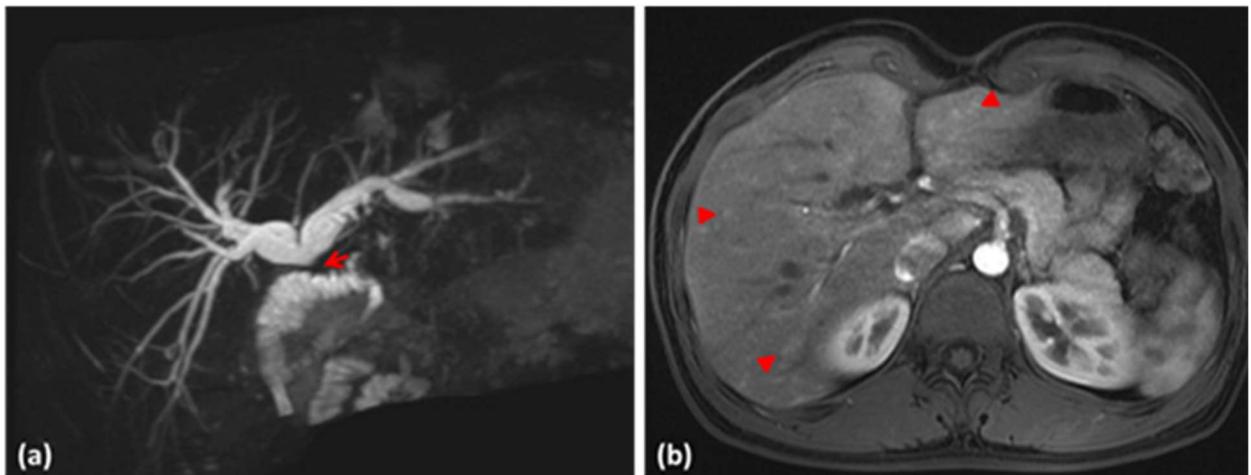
(a) 3D MRCP 肝總管急性狹窄，與狹窄相吻合。(b) 增強對比的 T1WI MRI 表現出典型的膽管炎模式，其中膽道分佈中肝實質實質呈斑駁的對比增強。
